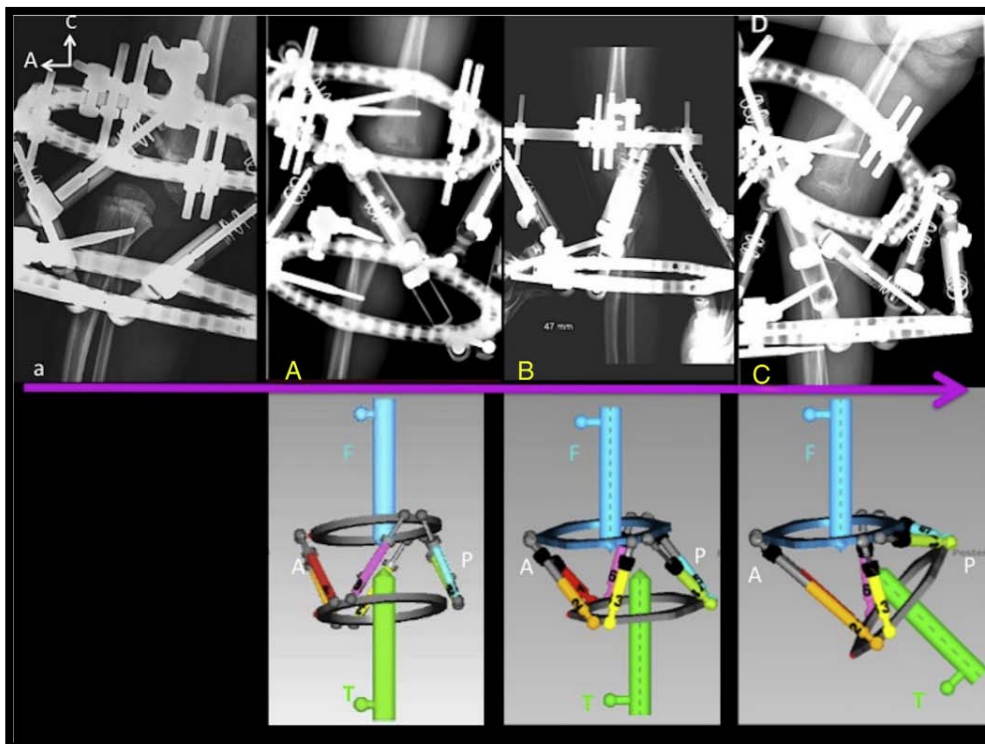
Clichée radiographiques après mise en position du fixateur hexapodal, et l'interface du logiciel Orthofix [48].
